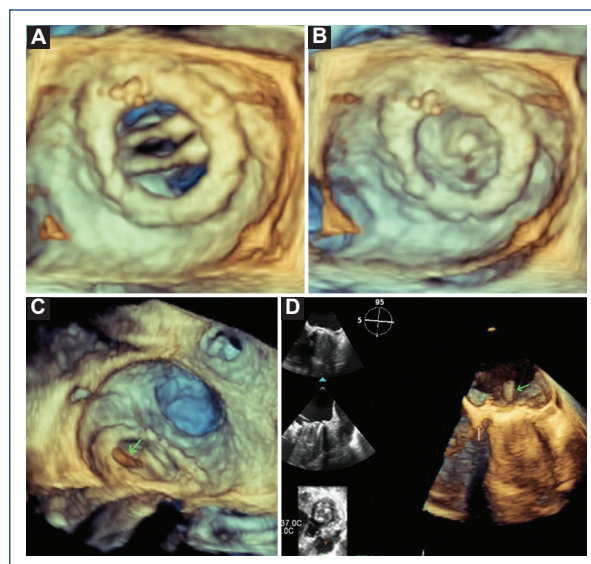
A: ecocardiograma transesofágico tridimensional de la vista quirúrgica de la prótesis mitral en diástole, B: sístole a las 11 h del reloj se observa una imagen compatible con suturas en la prótesis. C: La flecha verde señala una imagen sugestiva de vegetación intraprotésica. En la vista de cuatro cámaras la flecha verde señala una imagen sugestiva de vegetación en el lado auricular de la prótesis.
